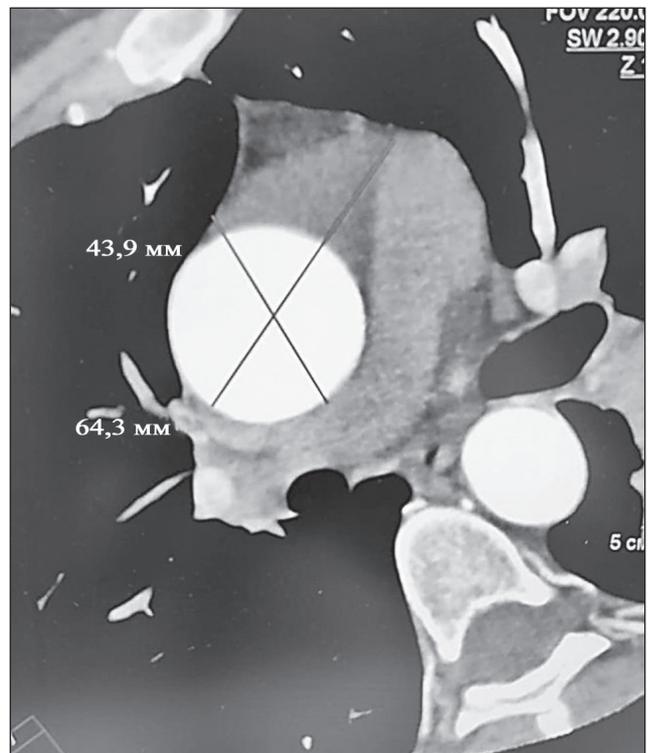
Мультиспиральная компьютерная томография. Дилатация аорты. Фронтальный срез
